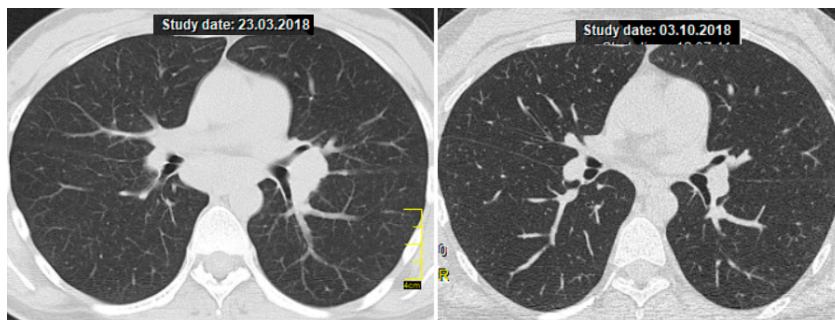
КТ ОГП пацієнтки М., 53 років, зліва – до лікування: лівостороння прикоренева лімфаденопатія, дрібновузликів дисемінація паренхіми; праворуч – після семимісячної ГКС-терапії: регресія лімфаденопатії
